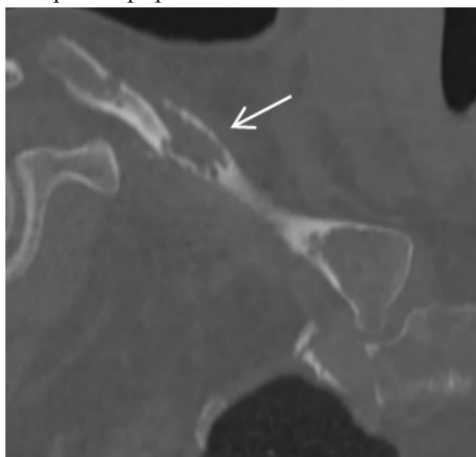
Компьютерная томограмма органов грудной клетки пациентки Е., 50 лет (костное окно, коронарная проекция). Визуализируется обширный остеолитический очаг в средней трети тела правой ключицы с патологическим переломом (указано стрелкой).
